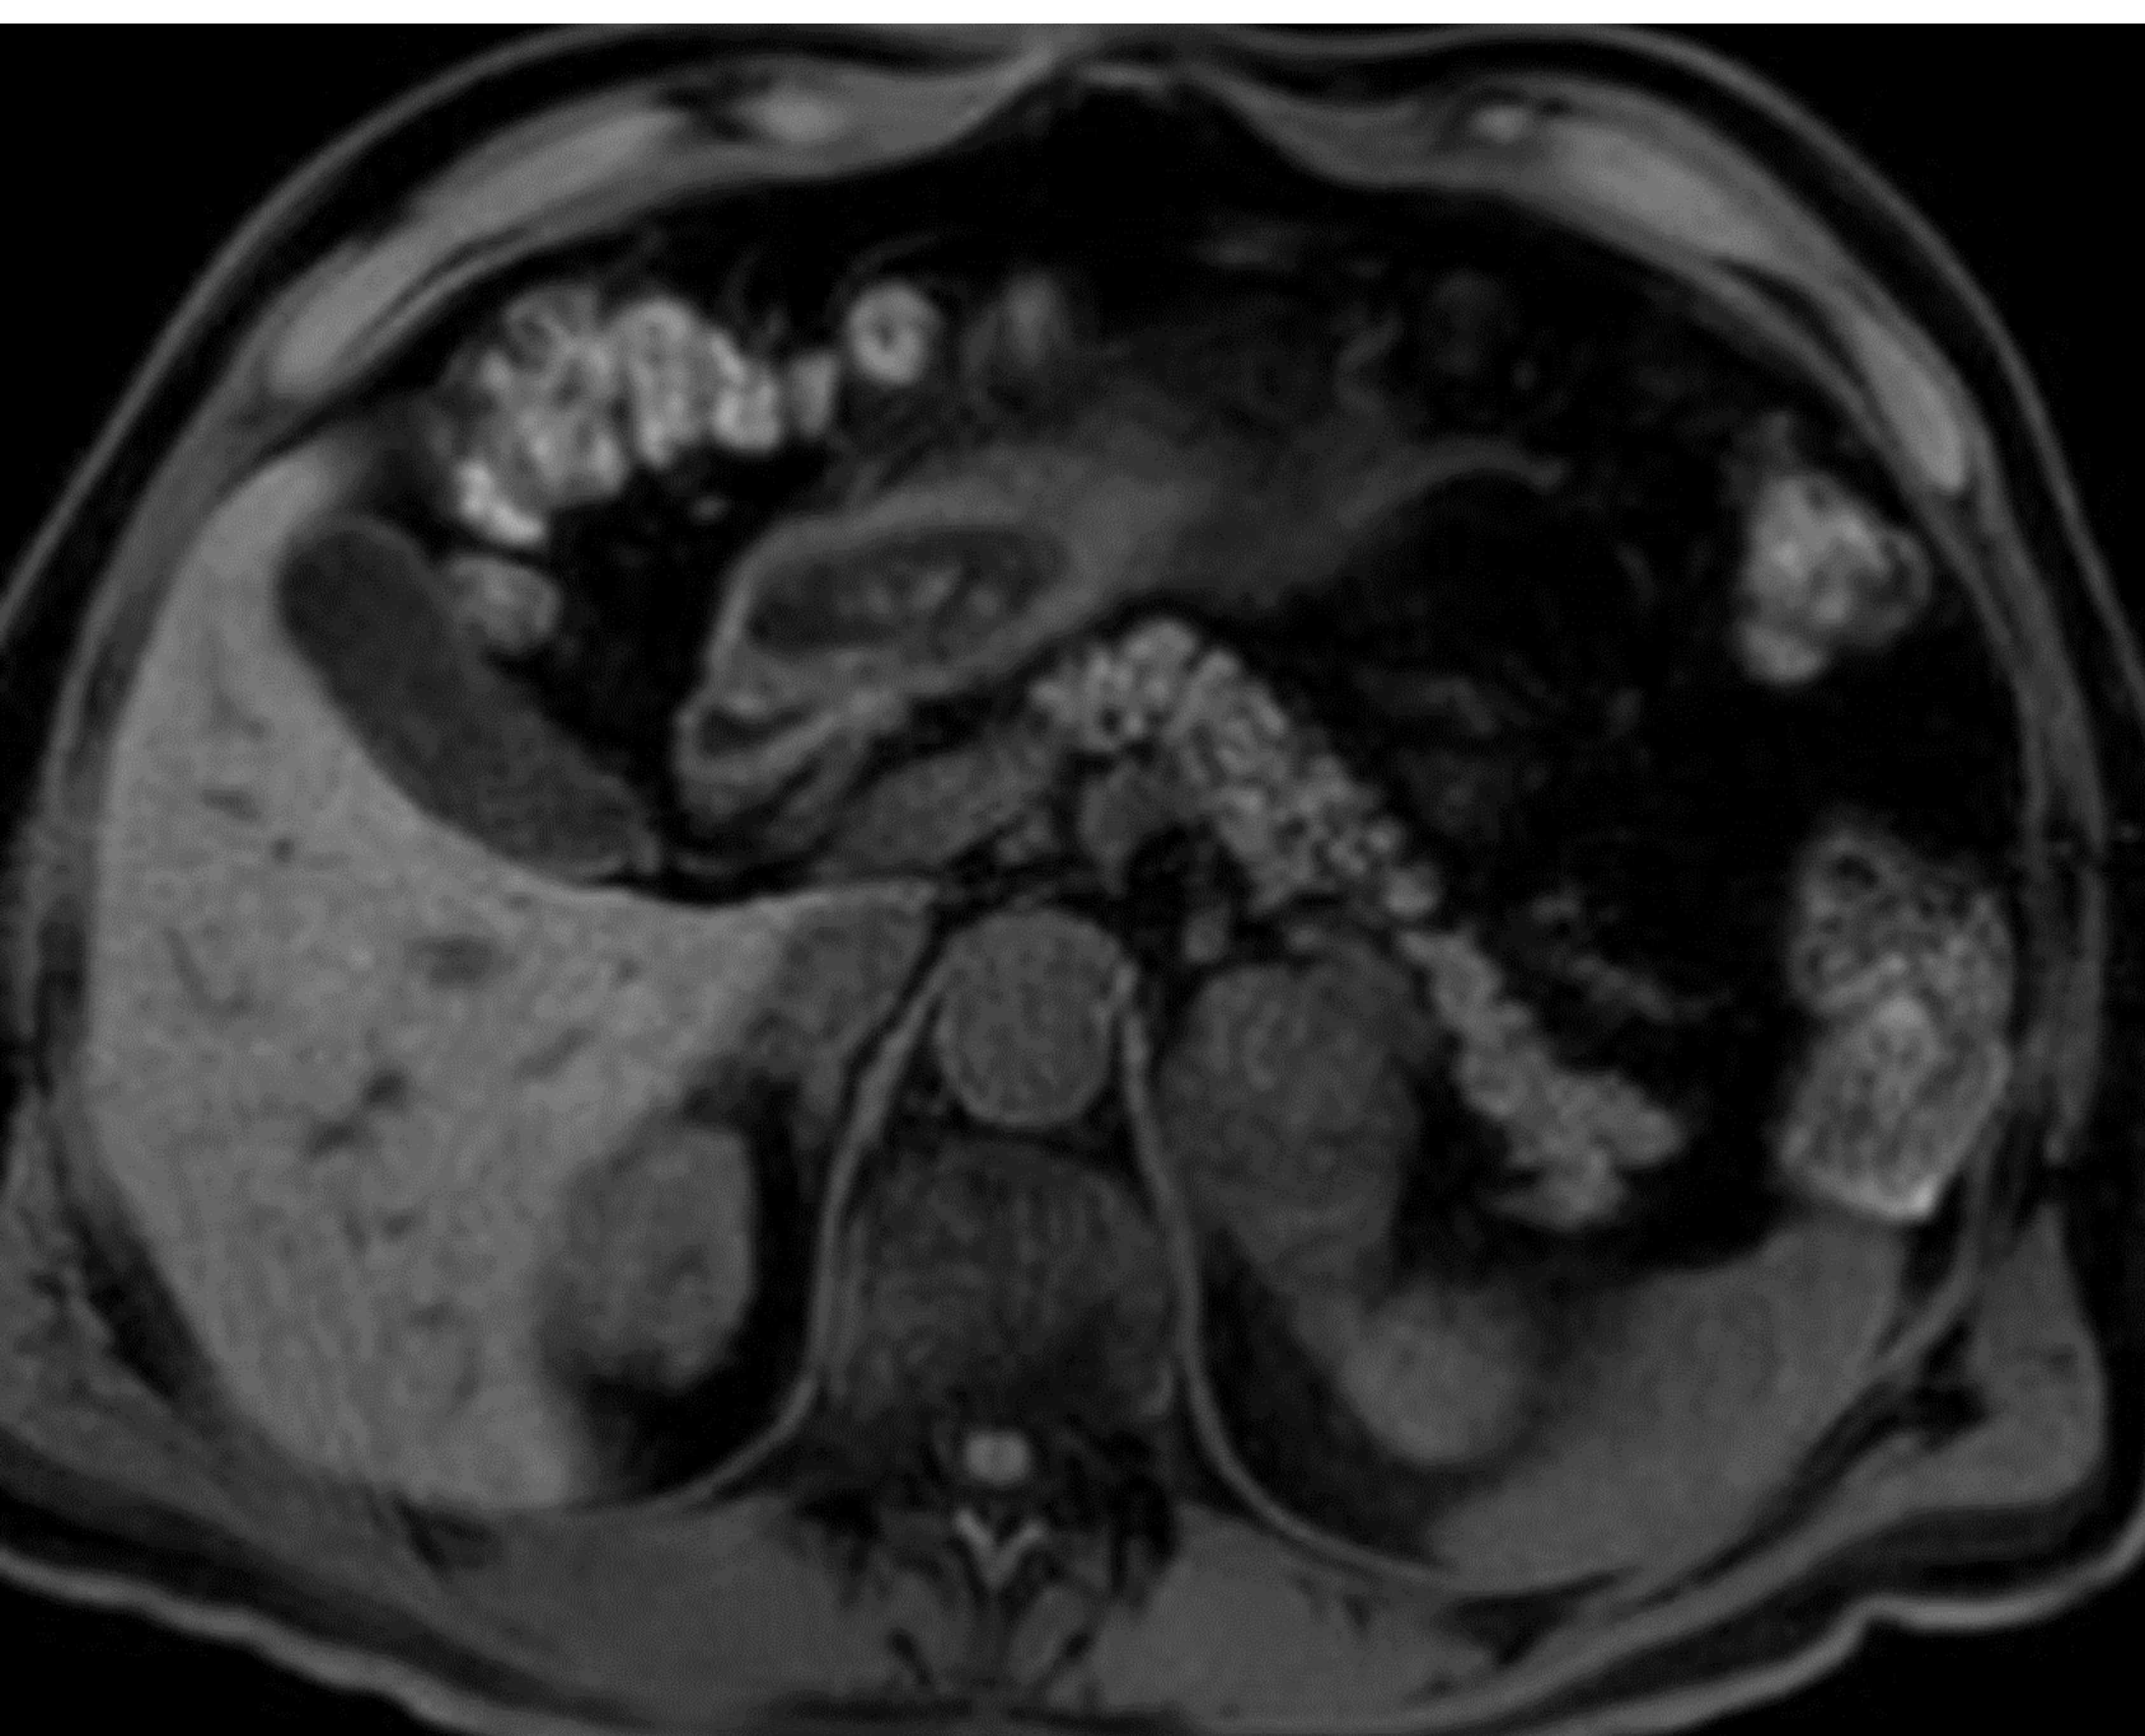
Corte axial de RM abdominal del mismo paciente. Secuencia potenciada en T2 que muestra el adenoma atípico como una masa predominantemente quística
